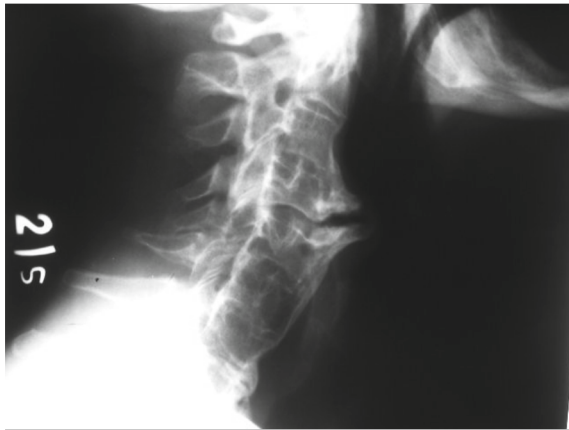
Lateral radiographs of the cervical spine demonstrating a flowing ossification of the anterior longitudinal ligament and the osteophyte protruding in the ventral direction
